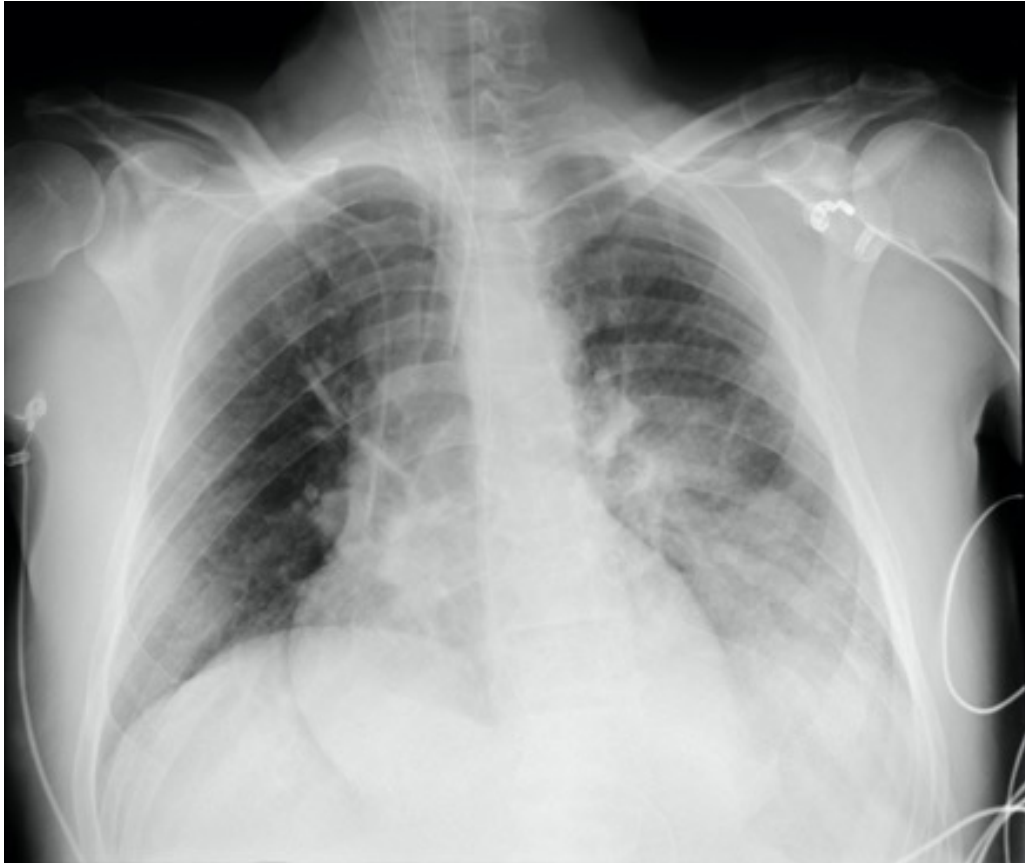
Radiografía de tórax que muestra un infiltrado en lóbulo inferior izquierdo.
